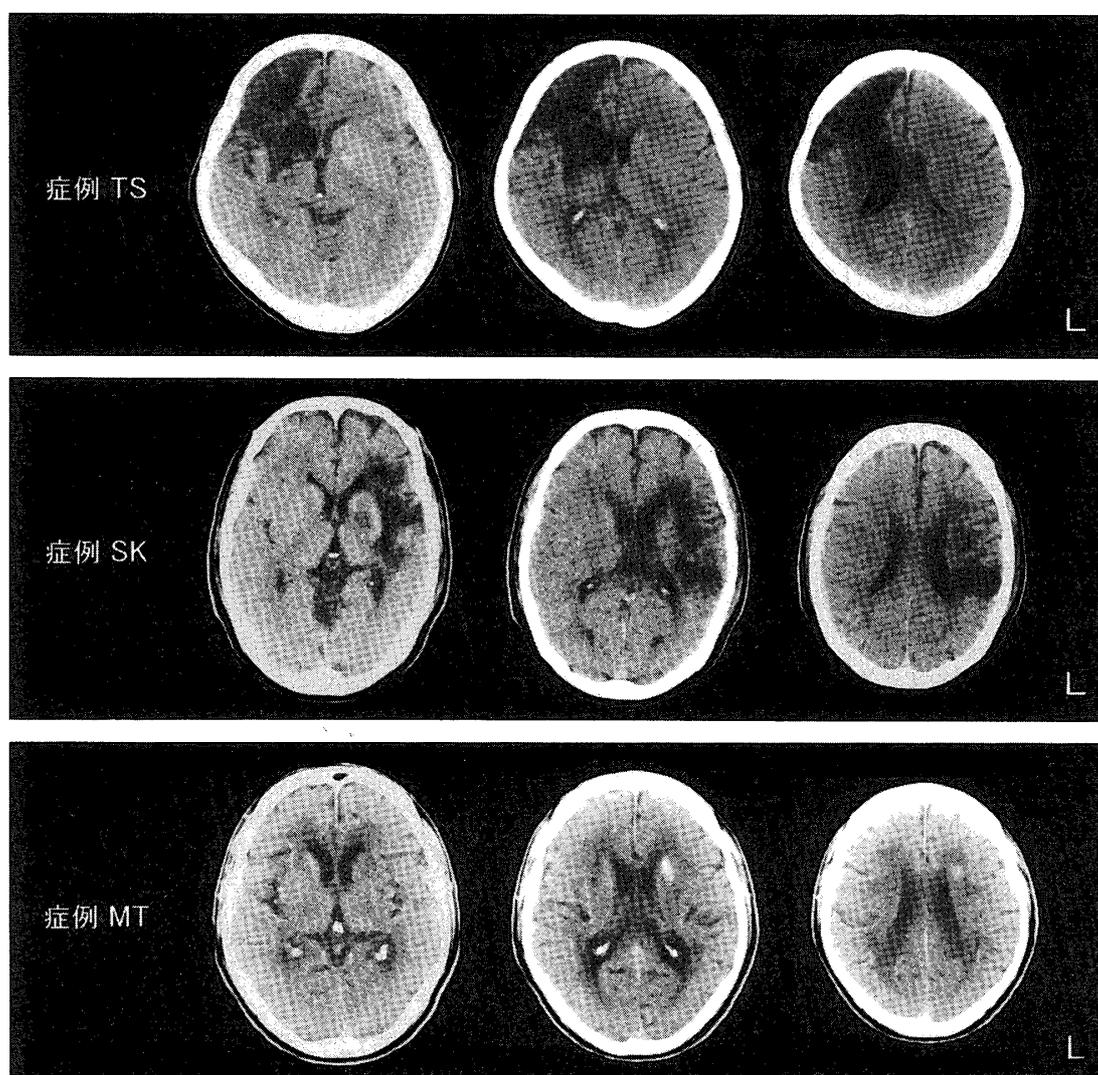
症例 TS, 症例 SK, 症例 MT の頭部 CT
